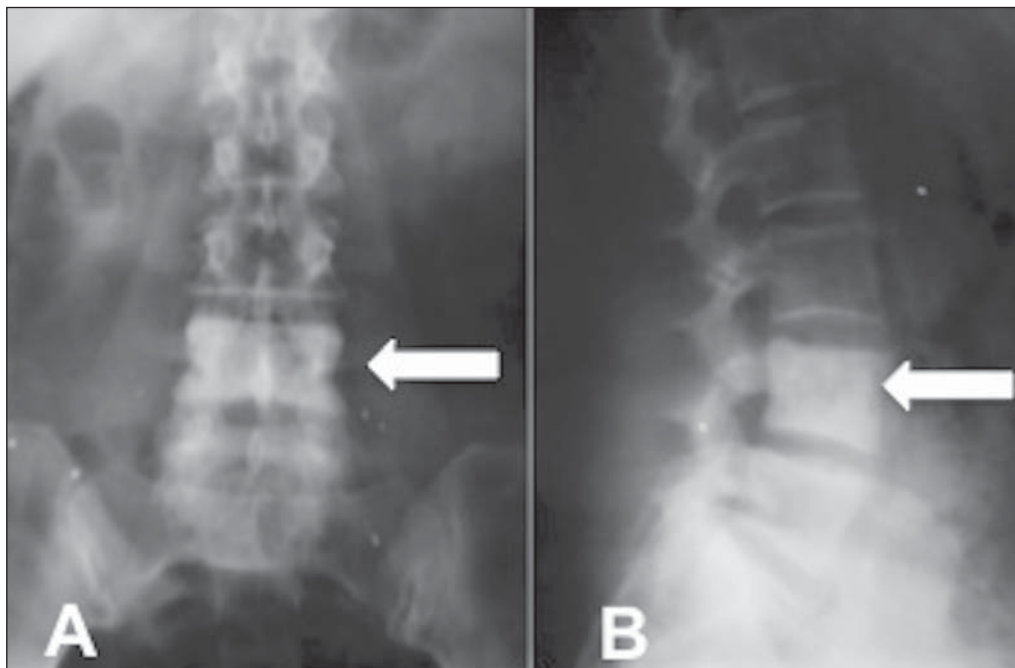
Paciente de 67 anos, assintomático. Radiografias nas incidências anteroposterior (A) e perfil (B) demonstram aumento da densidade do corpo vertebral de L4 (setas).
